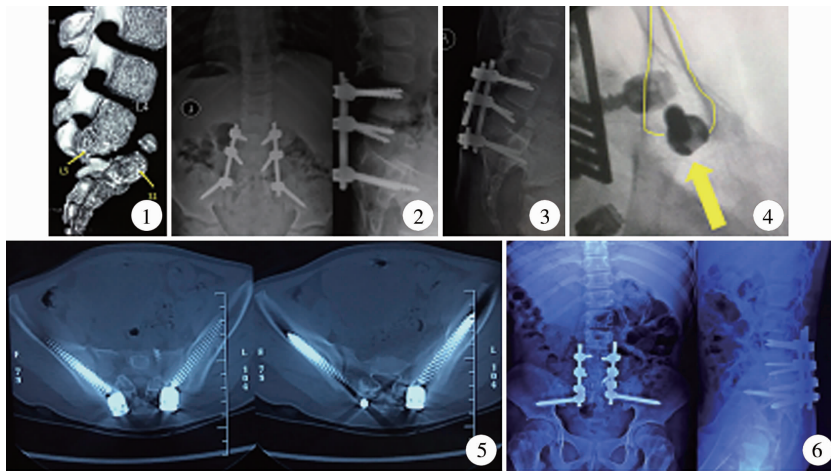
6岁女性先天性腰骶畸形患儿X线片,L5~S1发育不良 图2 首次手术后3个月X线片(行L5部分切除,L5~S1椎间及后方融合,L4、L5-髂骨IS内固定) 图3 首次手术后2年X线片,IS松动,假关节形成,右侧金属棒断裂 图4 翻修手术完成后X线片(L5、S1部分切除,L5~S1椎间及后方融合,S2AI内固定)定位显示“泪滴”征 图5 翻修手术后3 dCT结果,横断面显示S2AI置钉方向良好 图6 翻修手术后4年X线片,显示融合良好,内固定未见松动及断裂
